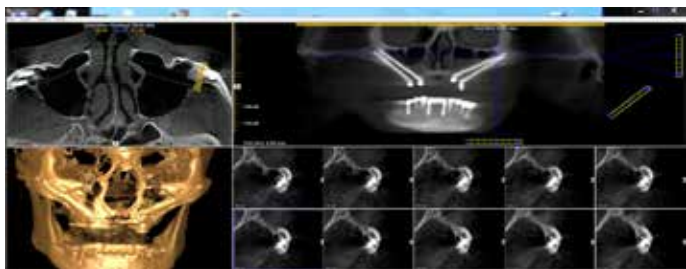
Послеоперационный рентгенконтроль.
